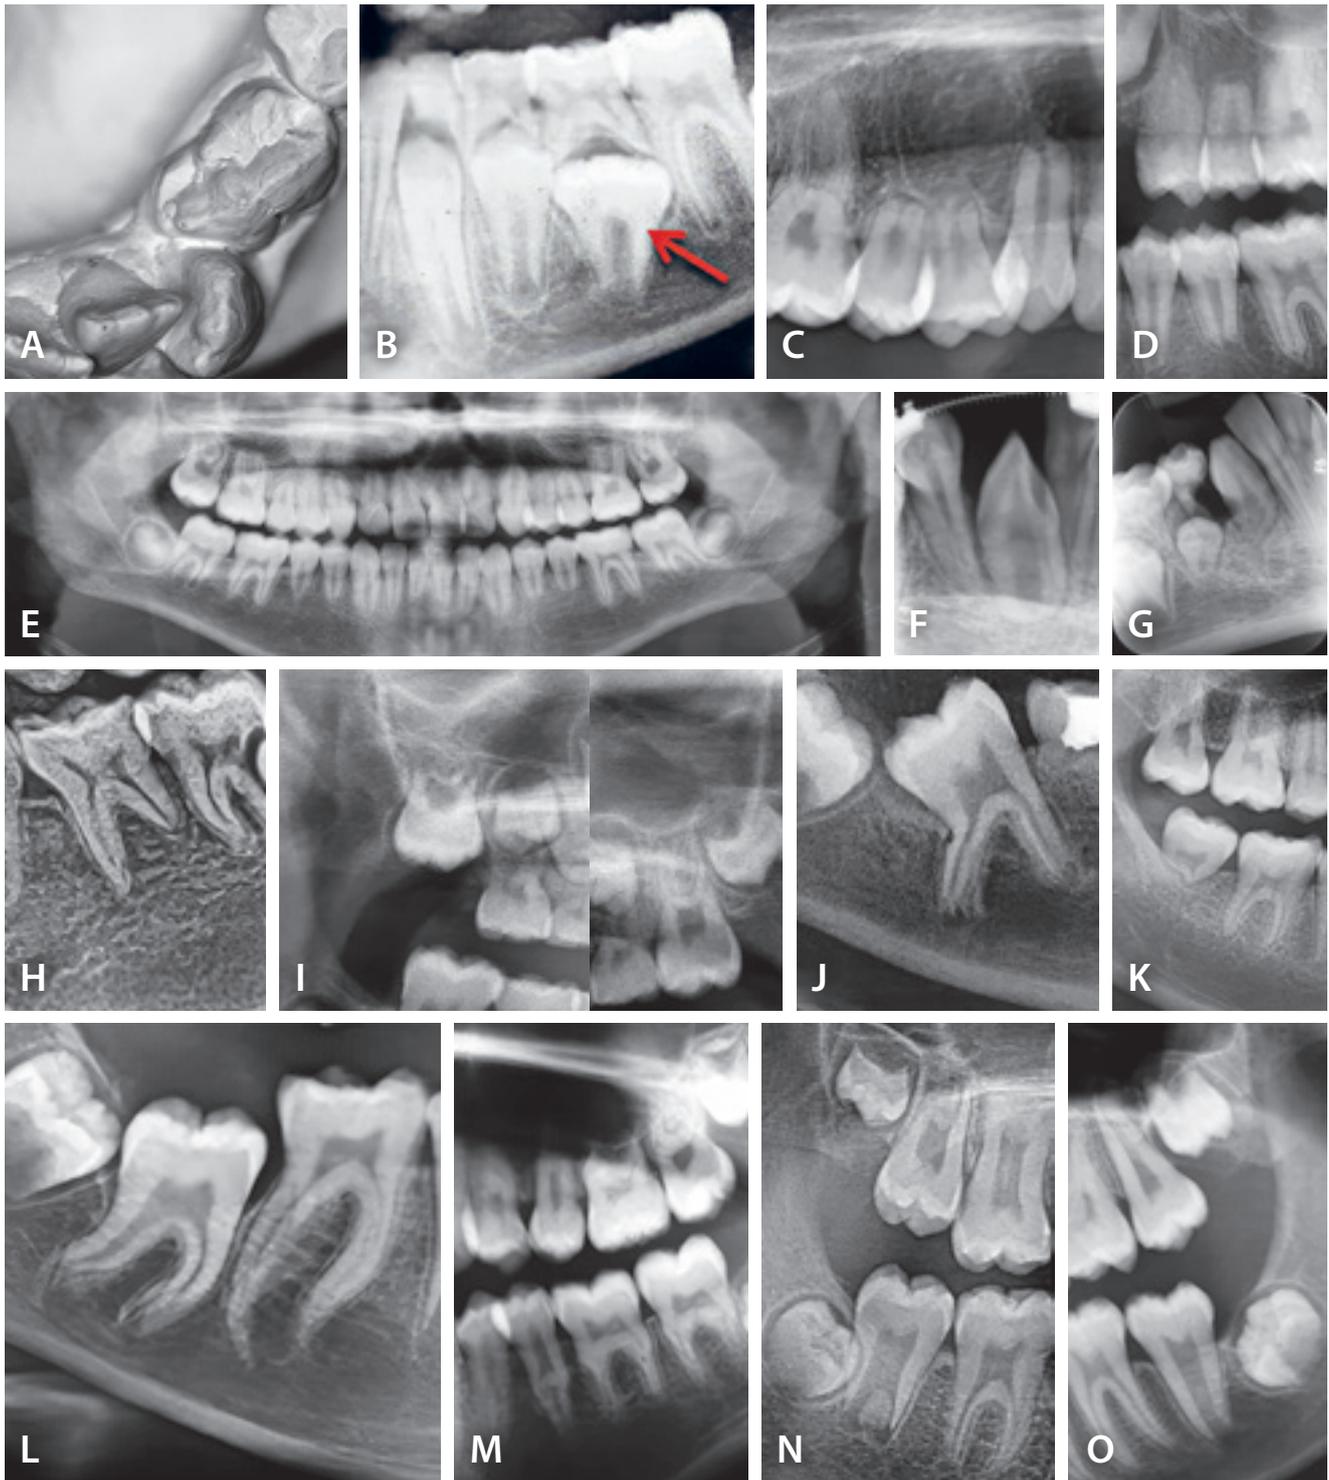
A, B. Makroforme første- og andenpræmolar (markeret med rød pil på røntgenbillede). C, D. Ekstremt korte rødder på præmolarer hos patienter, der ikke har modtaget ortodontisk behandling. E. Et ortopantomogram fra patient, der aldrig har modtaget ortodontisk behandling. Røntgenbilledet viser generelt korte rødder, og ortodontisk behandling frarådes. F, G. Ekstremt korte rødder på mandibulære hjørnetænder og til højre kombineret med underudviklet anlæg til første præmolar. H. Kort distal rod på første mandibulære molar og åbent spongøst netværk i regionen. Begge er tegn på resorptionsrisiko ved ortodontisk behandling, som derfor frarådes. I. Maksillær molarregion i patientens højre side, der viser standset roddannelse på første molar og agenesi af andenmolar. Til højre ses samme patients molarregion i venstre side, hvor forholdene er normale. J. Første molar i mandiblen med ekstra rod. Tanden er kippet. K, L, M. Malforme molarrødder i mandiblen. N, O. Taurodonte molarer på første- og andenmolar hos forskellige patienter.
